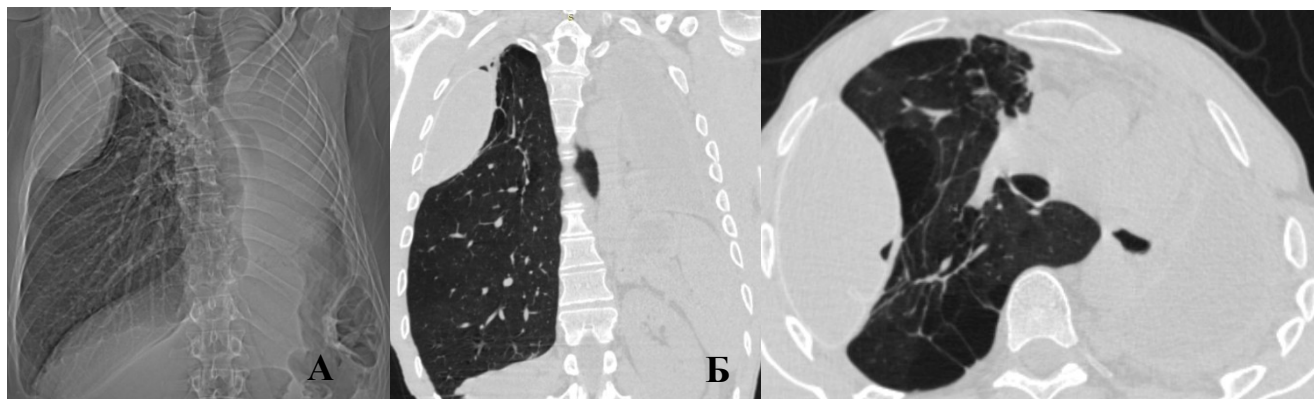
РГ (А) и МСКТ-исследование (Б) органов грудной клетки через 6 недель после этапного хирургического лечения
